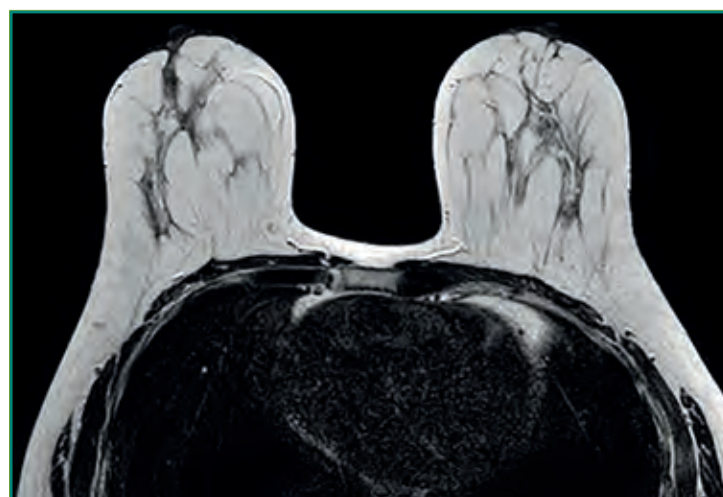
RM de mama normal: secuencias axiales T2.
